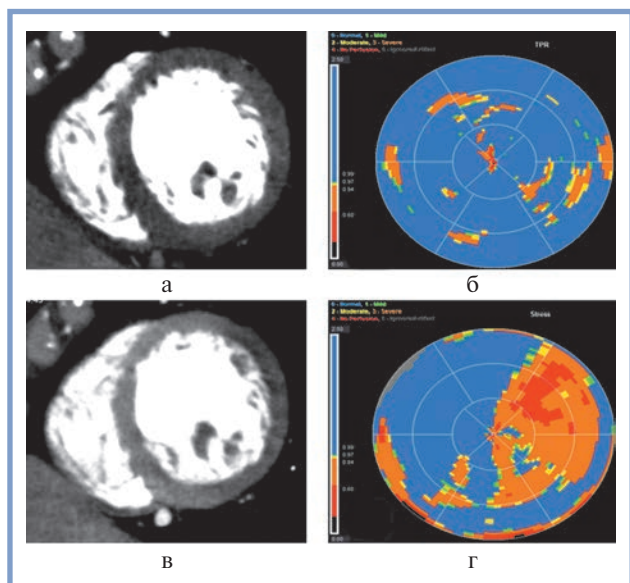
Выявление субэндокардиального дефекта перфузии боковой стенки левого желудочка.
